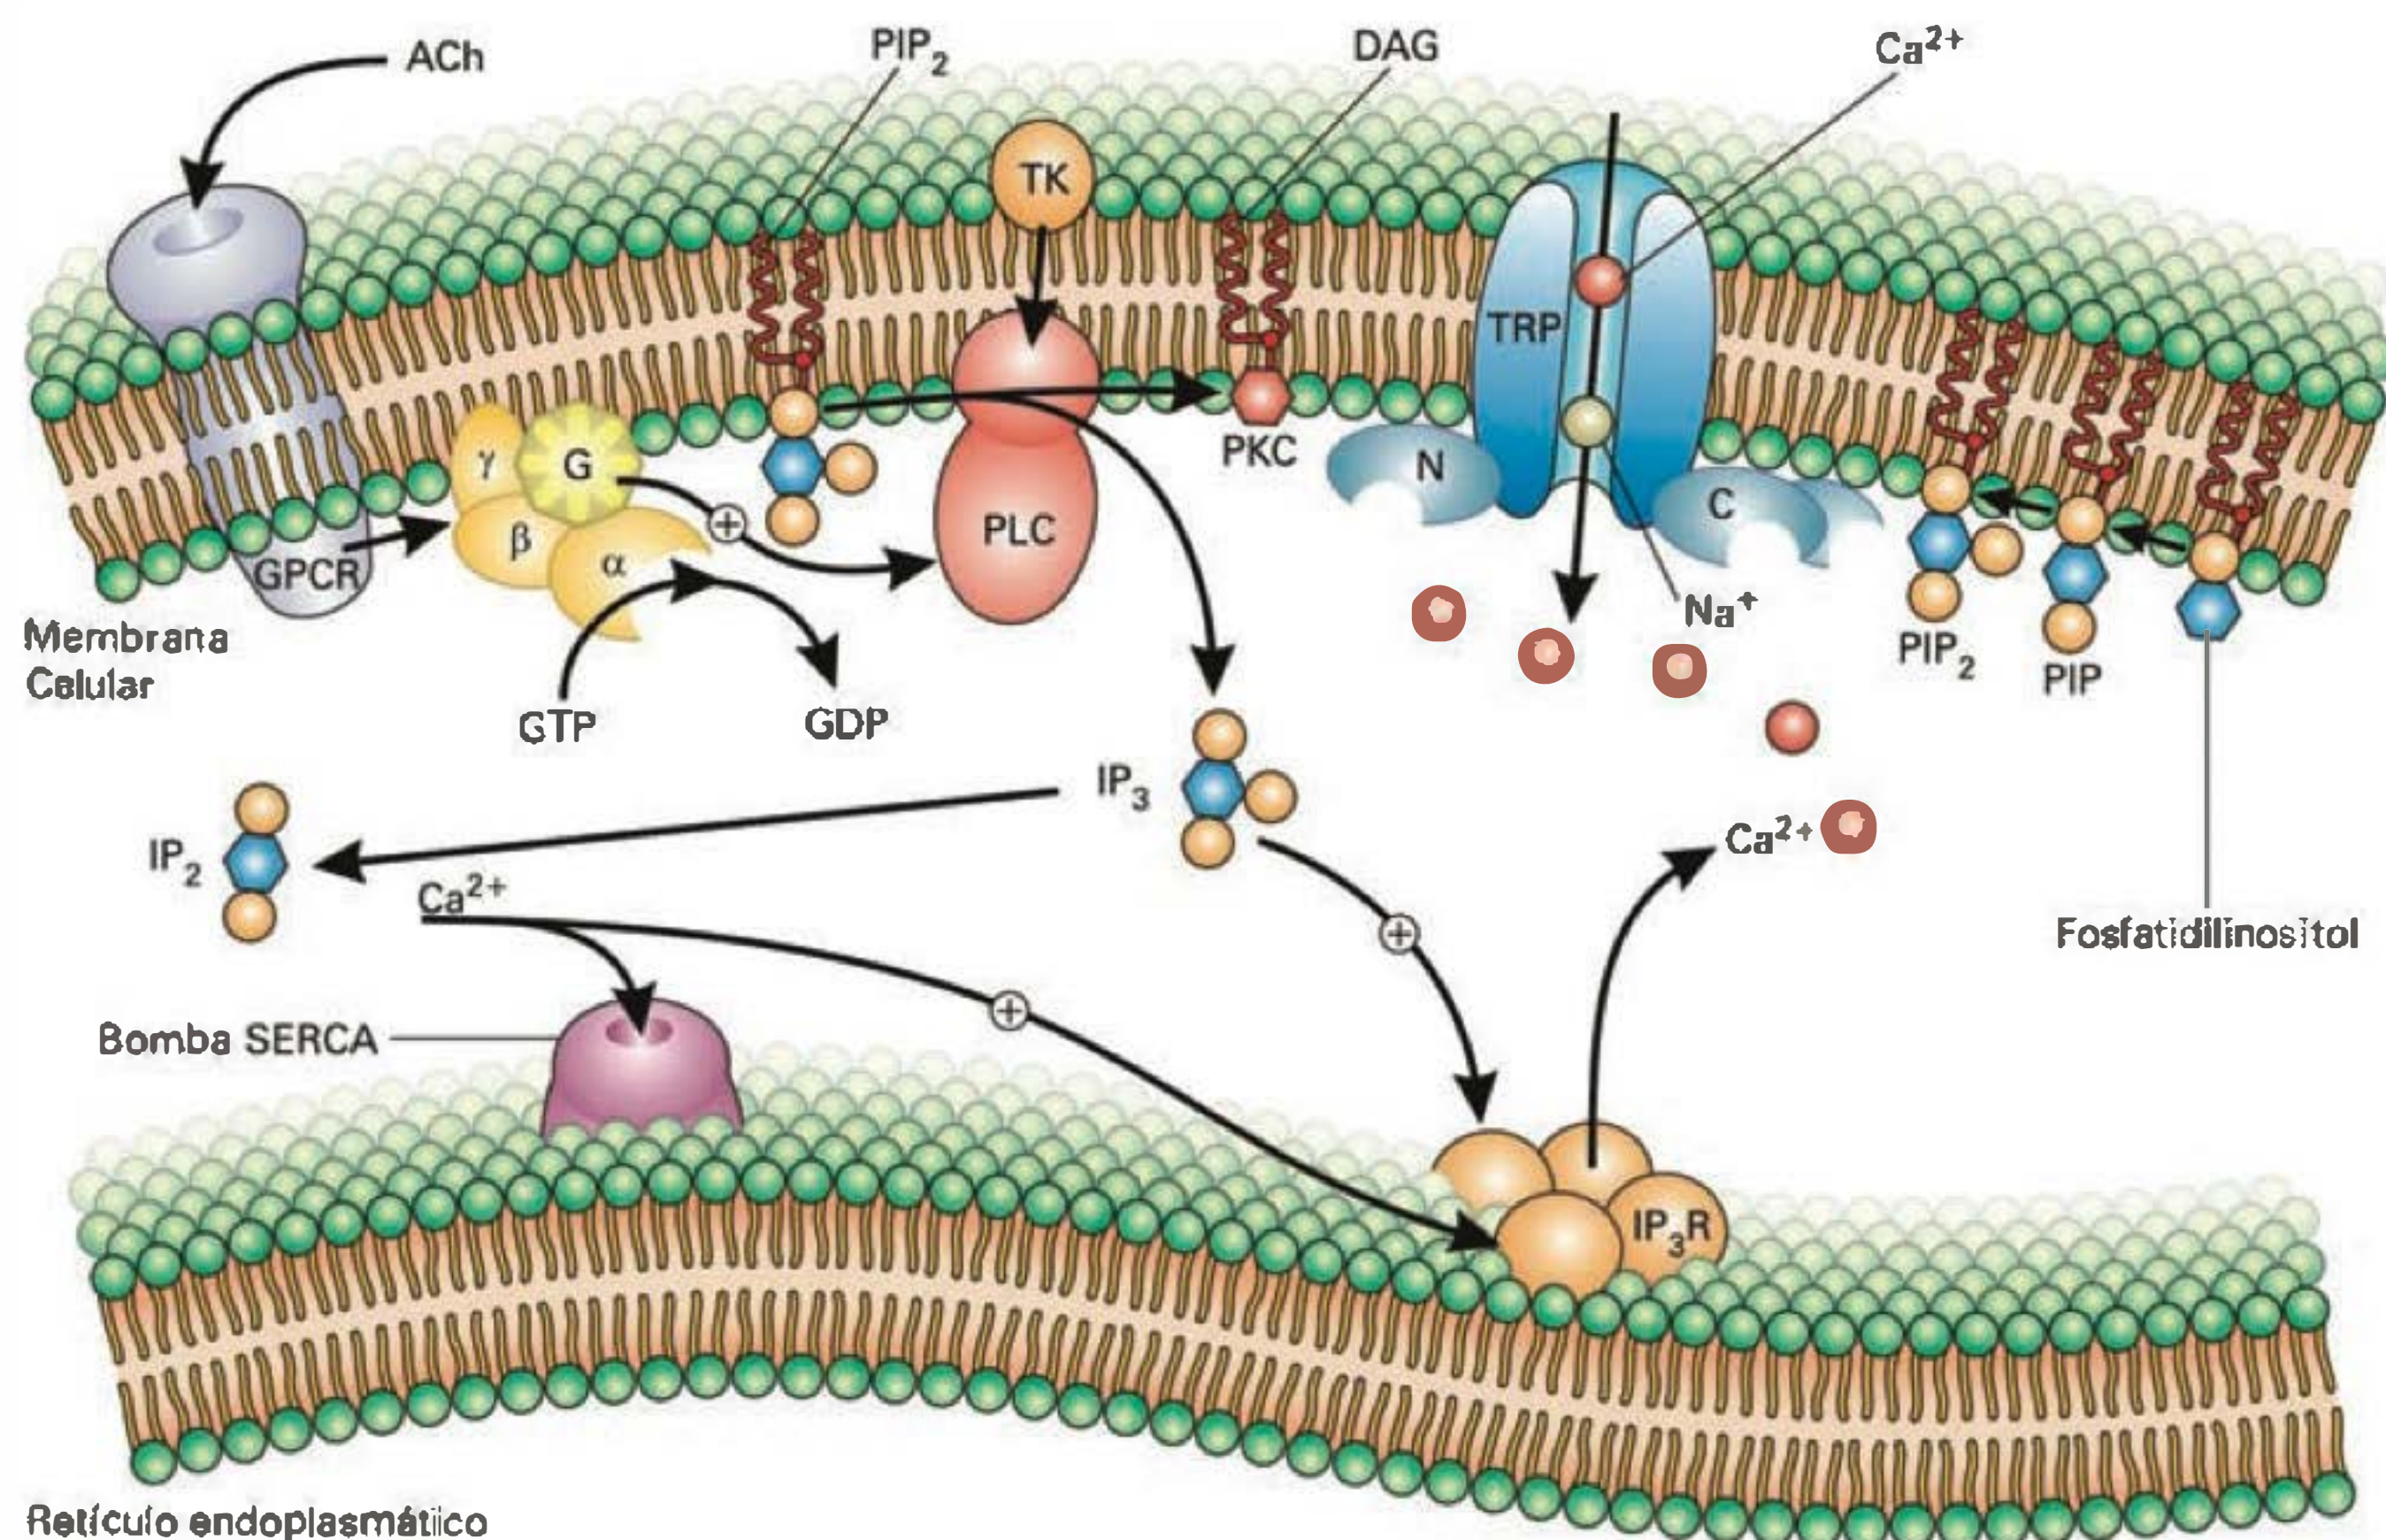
O mecanismo da quimiotransdução gustativa para os gostos doce, umami e amargo usa elementos encontrados em diversas vias sensoriais e de sinalização celular, tendo em comum uma molécula receptora da superfamília de sete segmentos transmembranares (na figura simbolizada pelo receptor muscarínico de acetilcolina), uma proteína G, uma enzima efetora PLC (fosfolipase C) e canais de cátions da superfamília TRP. Uma vez ativado pela sua molécula específica, o receptor ativa uma proteína G, que ativa a PLC, a qual quebra PIP₂ (fosfatidilinositol bisfosfato) em DAG (diacilglicerol) e IP₃ (inositol trisfosfato). O IP₃ ativa canais de Ca²⁺ do retículo endoplasmático liso, levando ao aumento da [Ca²⁺]_{intr}. O Ca²⁺ possivelmente ativa direta ou indiretamente canais TRPM5 (seletivos para cátions monovalentes), levando à despolarização celular através de uma corrente de Na⁺. ACh, acetilcolina; G, proteína G; GDP, guanosina bisfosfato; GPCR, receptor acoplado à proteína G; GTP, guanosina trisfosfato; IP₃R, receptor de inositol trisfosfato; PKC, proteína quinase C; PIP, fosfatidilinositol monofosfato; SERCA, bomba do retículo endoplasmático liso; TK, tirosina quinase; TRP, receptor da superfamília *transient receptor potential*. (Modificado de Clapham DE. TRP channels as cellular sensors. *Nature*, 2003;426:517–524.)
